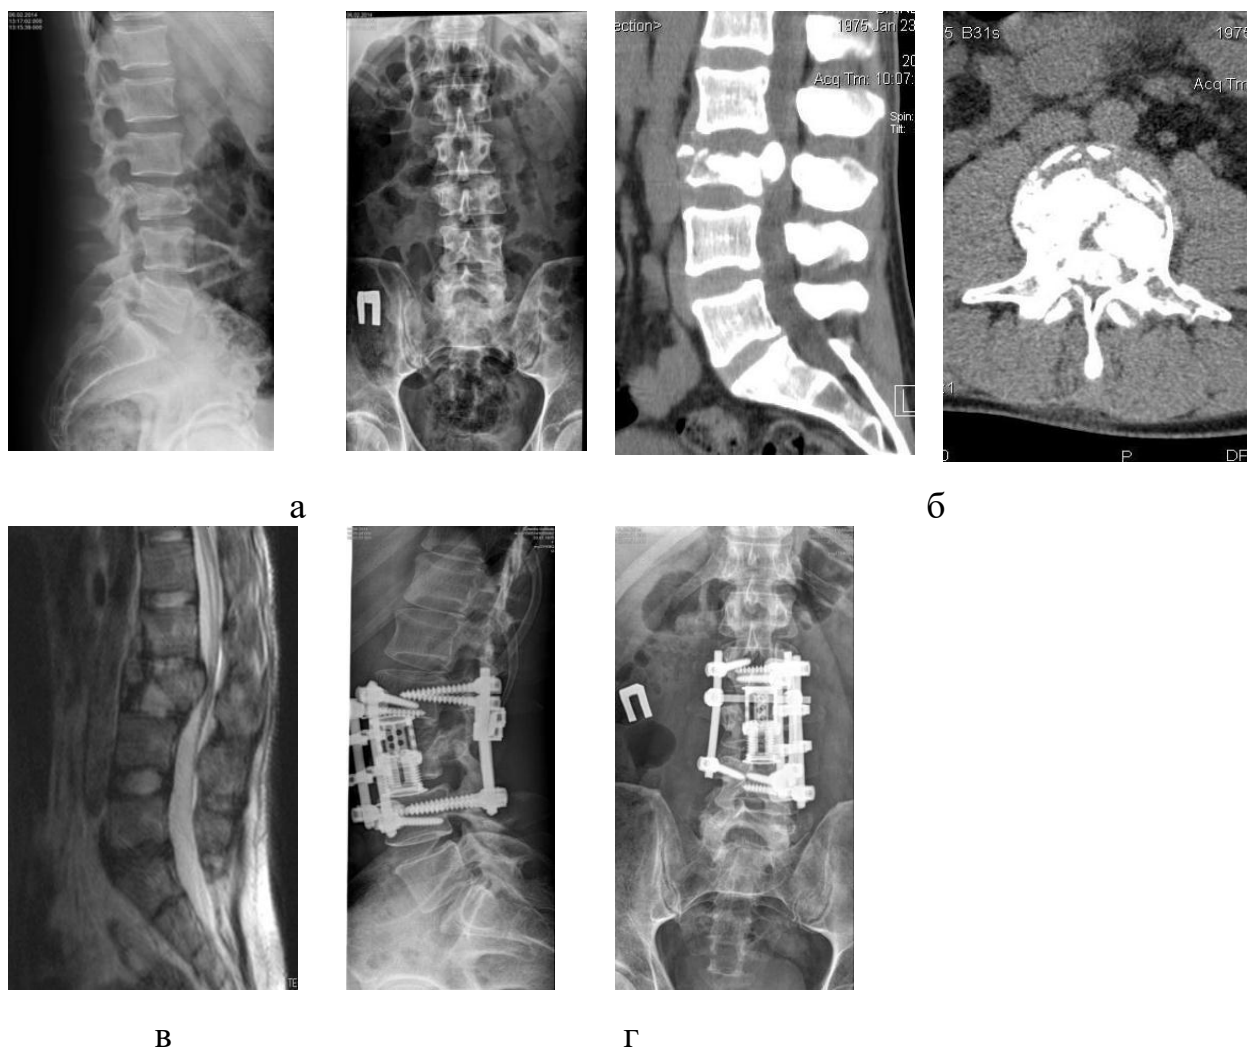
Рентгенограми та томограми хворого Г., історія хвороби № 85409: рентгенограми (а), КТ-знімки (б) та МРТ-скани після травми; рентгенограми після операції (в)
